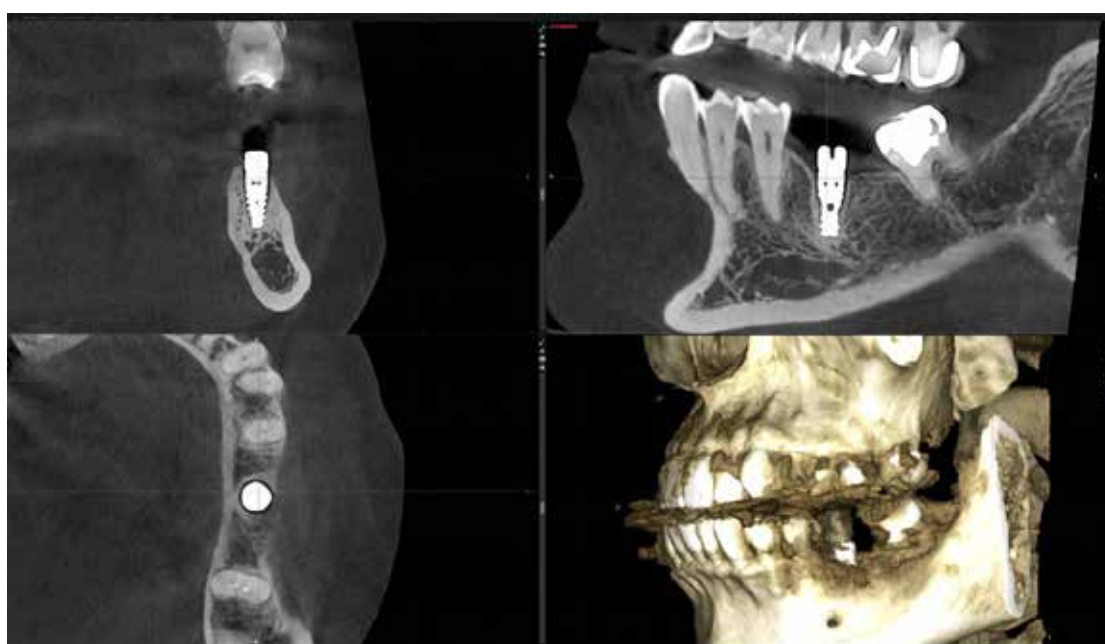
Скріншот комп'ютерної томограми. Супраконструкція знята та встановлений формувач ясен. Наявні ознаки дезінтеграції дентального імплантата
